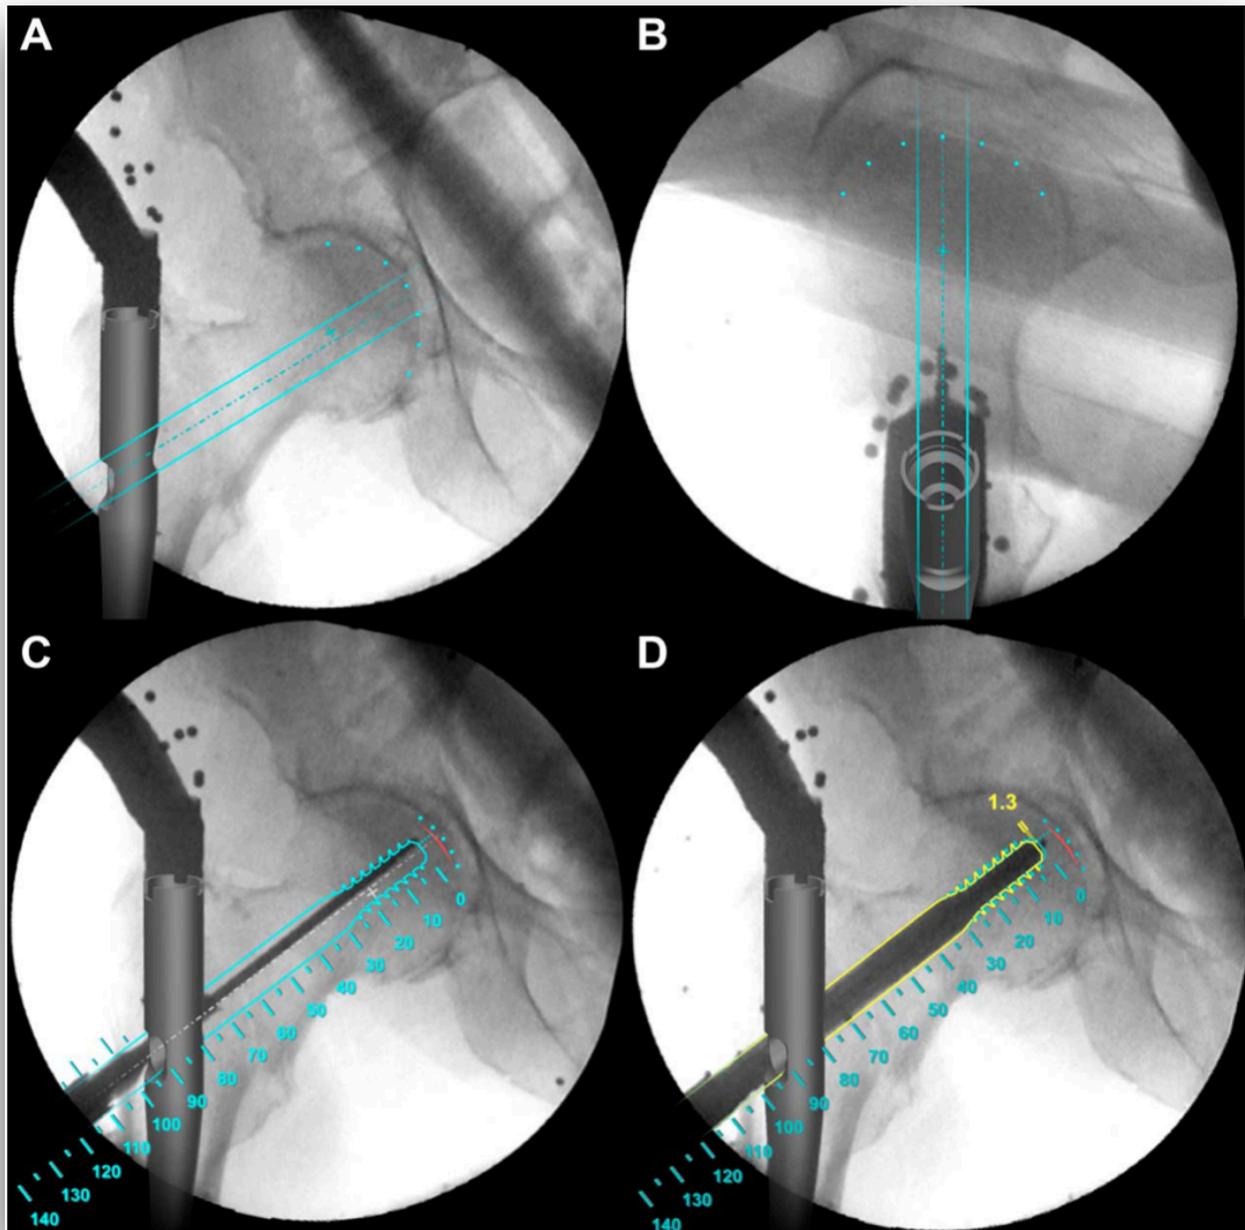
intraoperative Darstellung der C-Bogen Röntgenbilder mit Ziel- und Messfunktionen zur verbesserten Platzierung der Schenkelhalsschraube
